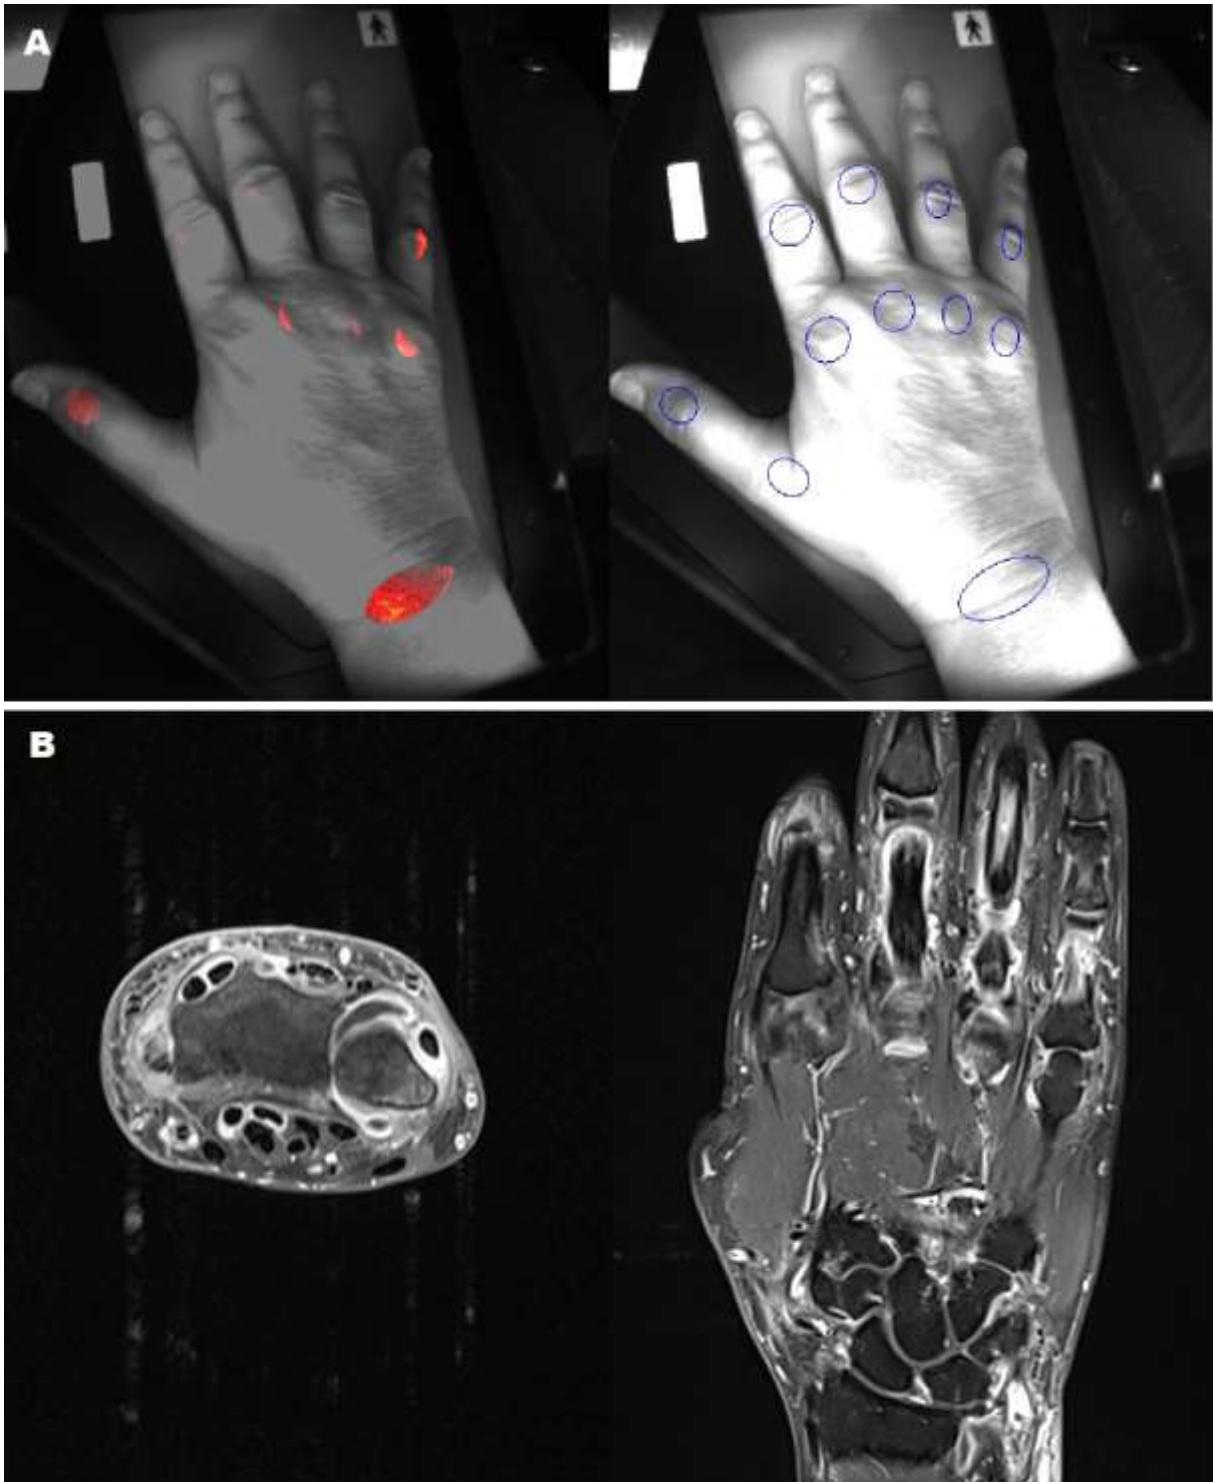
OST-Befund (A) und MRT-Aufnahmen (B) einer 53-jährigen RA-Patientin mit Synovitis im rechten Handgelenk und Tenosynovitis der Flexoren- und Extensorsehnen
